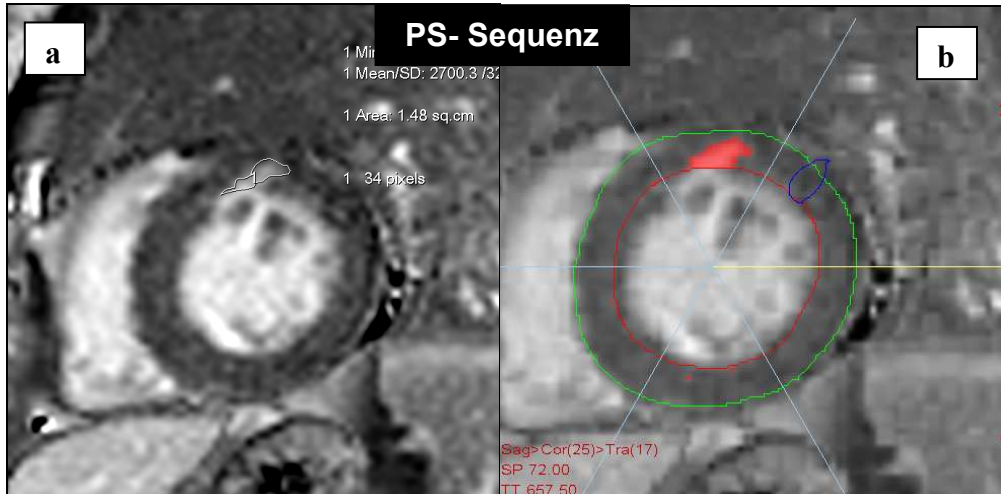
Kurzachsen- LE- MRT- Bilder eines 63- jährigen Patienten mit Aortenstenose. Lokales LE- Signal. PS- Sequenz und IR- Sequenz. a) Darstellung des LE- Signals in der Viewing- Methode. b) Korrespondierendes Bild in der VPT- Auswertung.
